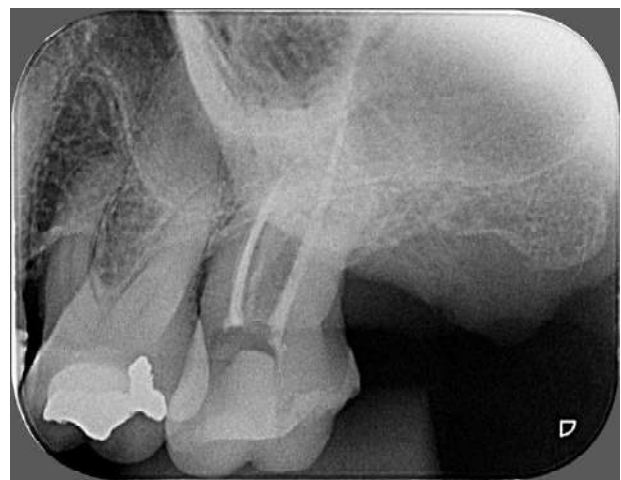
Radiografia final do tratamento endodôntico
